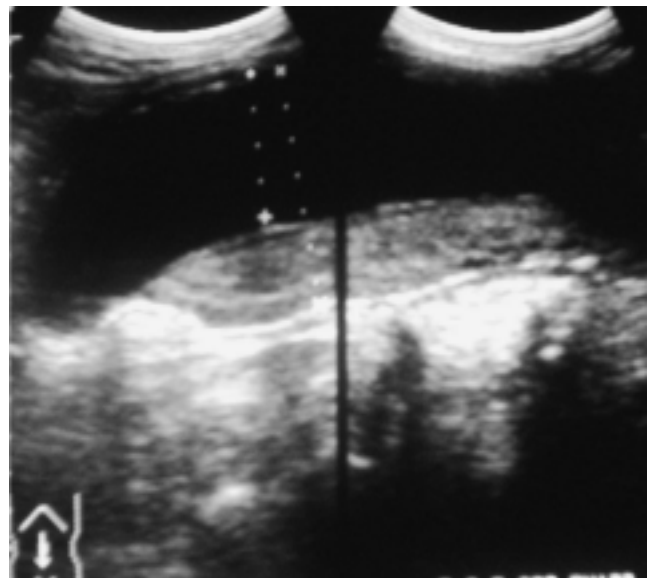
Ultrasonido convexo con lesión aneurismática fusiforme de la aorta abdominal con diámetro antero posterior de 6.8 cm hasta la pared posterior y de 4.3 cm el diámetro de la luz, su extensión involucra 3 cm por debajo de las arterias renales y hasta la iliaca interna derecha. Se observa también una disección con un coágulo en fase aguda tardía con un espesor de 2.2 cm localizado en la región posterolateral izquierda.
